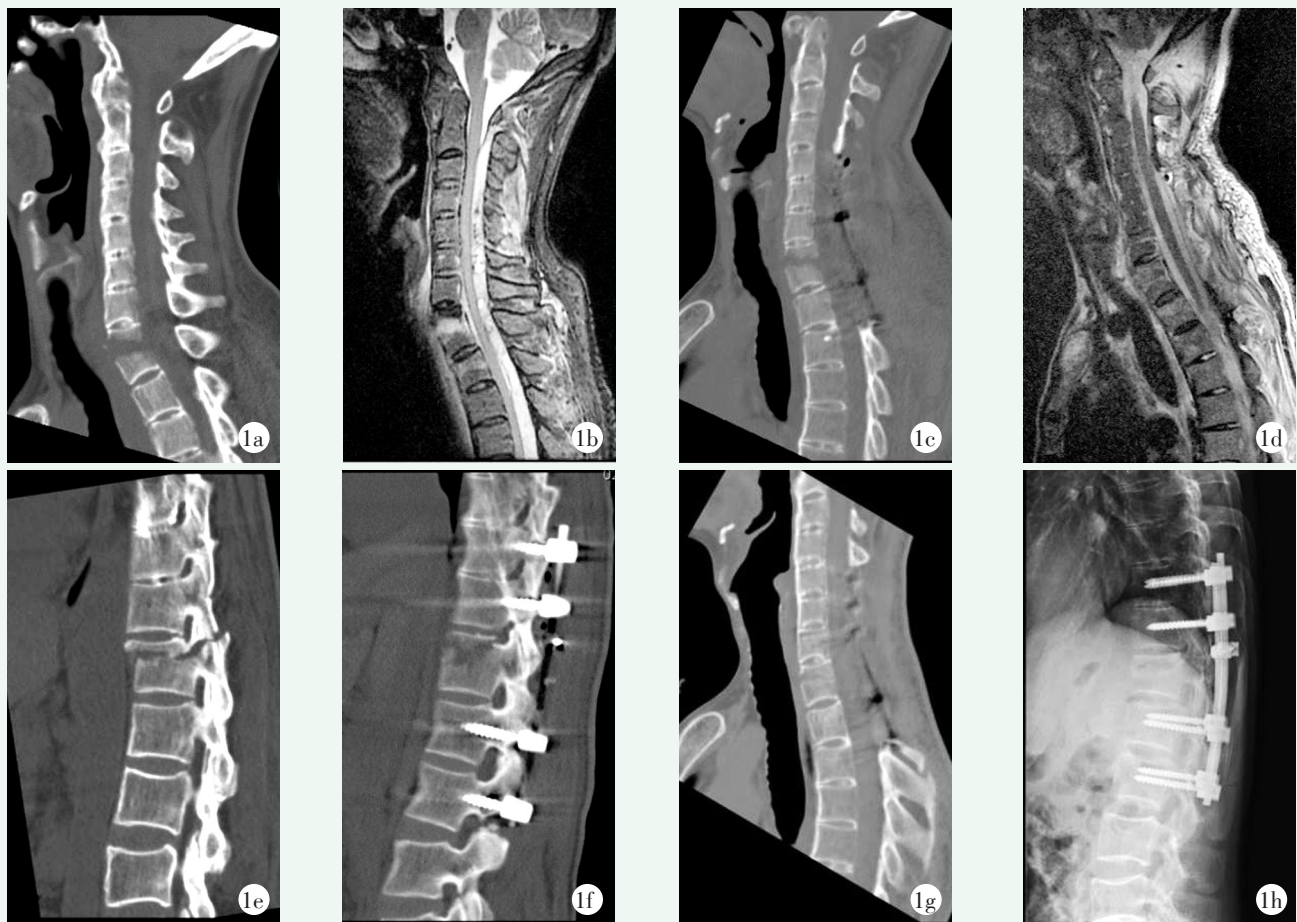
患者, 男, 57 岁, 明确强直性脊柱炎病史 10 年, 自 1 m 高处坠落, 颈部疼痛, 手足尚能活动, 转运就医期间下肢失去主动活动能力, ASIA 为 B 1a: 术前 CT 矢状位影像显示 T₁ 骨折分离 1b: 术前 MRI 矢状位 T₂ 影像显示椎管内血肿 1c: 颈椎后路术后 CT 矢状位重建影像显示 C₅~T₁ 椎板切除, 椎体序列良好 1d: 颈椎后路术后 MRI 矢状位 T₂ 影像显示 C₅~T₁ 段椎管通畅, 脊髓压迫解除 1e: 颈椎术后 5 d, 下肢感觉肌力改善, 因翻身腰背部感到异常摩擦音, 补充胸椎 CT 矢状位重建影像显示 T₂ 骨折移位 1f: 颈椎术后 7 d 行胸椎后路固定手术, 术后胸椎 CT 矢状位重建影像显示骨折端对位良好 1g: 随访复查颈椎 CT 矢状位重建影像显示 T₁ 椎体骨折线模糊 1h: 随访复查胸椎侧位 X 线片显示胸椎序列良好, 椎体形态良好
